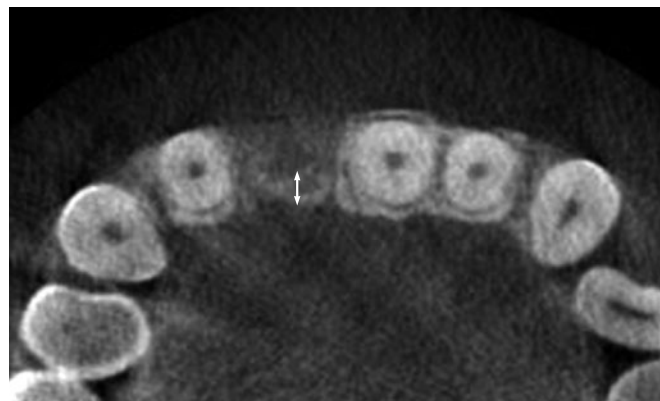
術前のCT水平断像。歯槽骨頂部は口蓋側に薄い骨が残存している状態であった。
